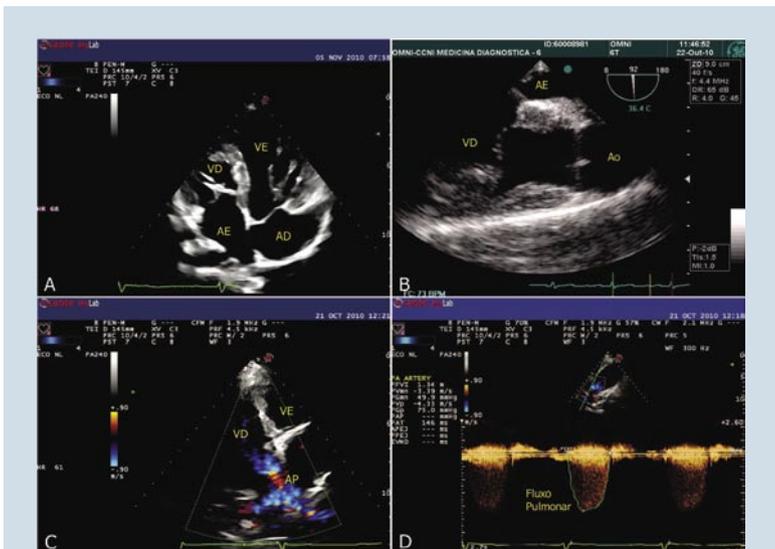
Portador de discordancia atrioventricular y doble vía de salida del ventrículo derecho. En A se observa discordancia atrioventricular. La determinación del origen de la aorta solamente fue posible por el ecocardiograma transesofágico (B). En C, se nota la arteria pulmonar con origen en el ventrículo derecho (VD), confirmando el diagnóstico de doble vía de salida del VD. El paciente también presentaba estenosis pulmonar con gradiente sistólico máximo VD-TP de 75mmHg (D). AD= atrio derecho; AI= atrio izquierdo; VI= ventrículo izquierdo; VP= válvula pulmonar
